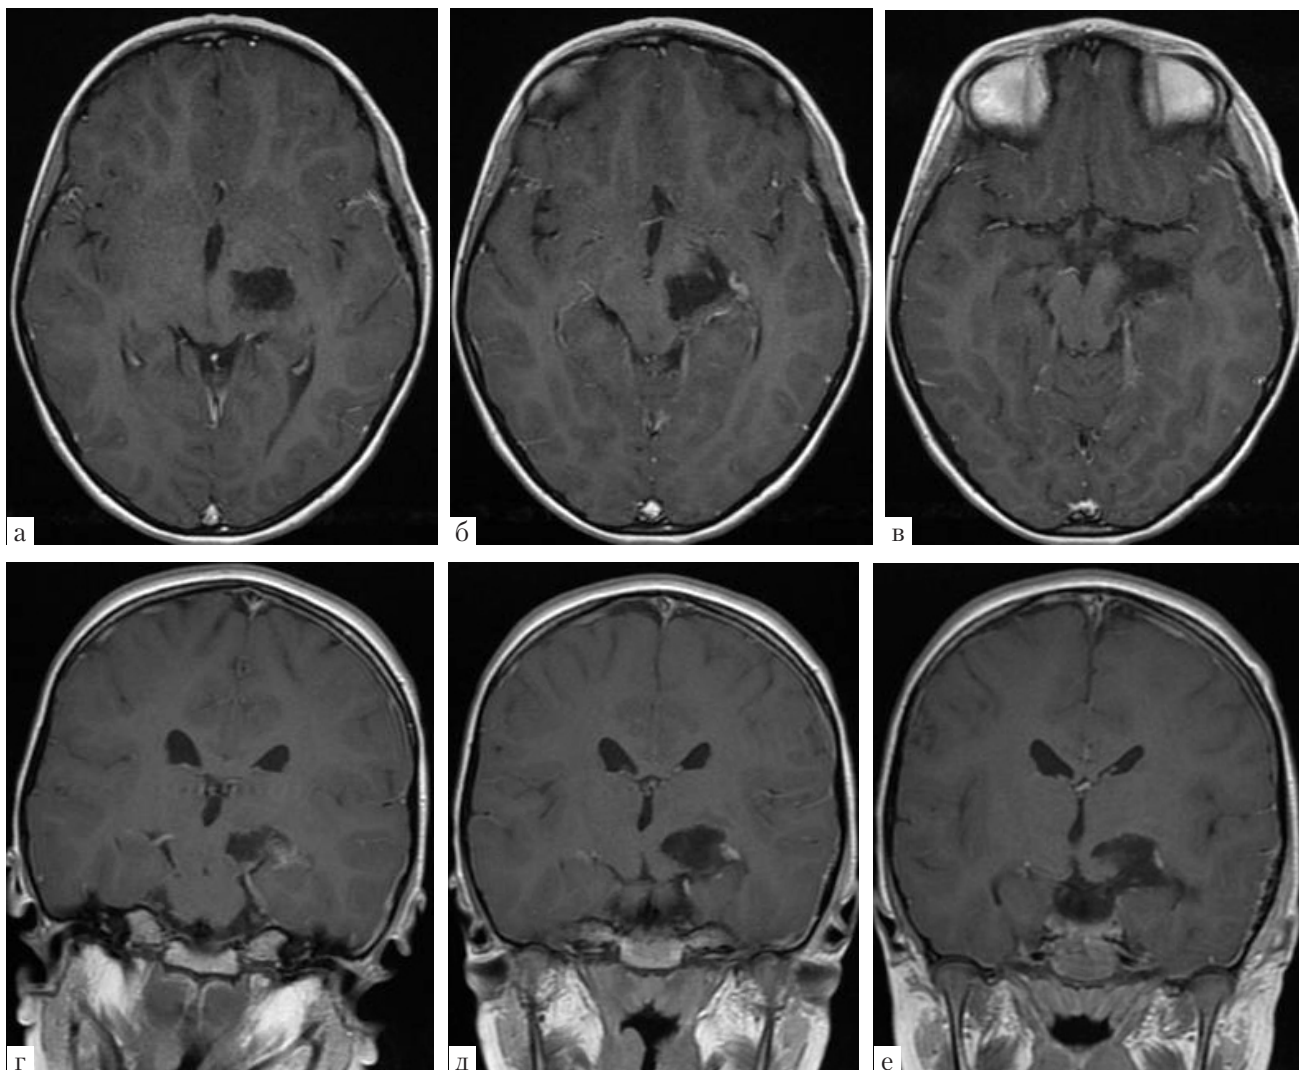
МРТ головного мозга с контрастным усилением в режиме T1 на 2-е сутки после операции в аксиальной (а, б, в) и фронтальной (г, д, е) проекциях. Выявляется послеоперационная полость в области удаленной опухоли. Признаков остаточной опухоли не выявляется. Деформация прилежащих структур регрессировала
